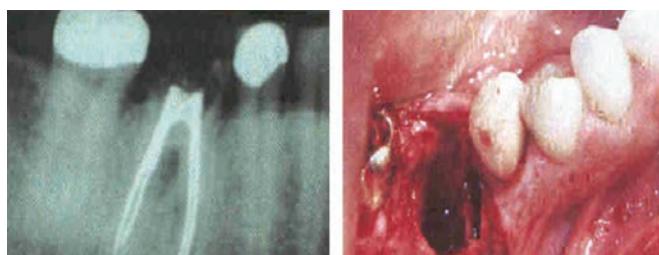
2 Рентгенограмма до имплантации.
